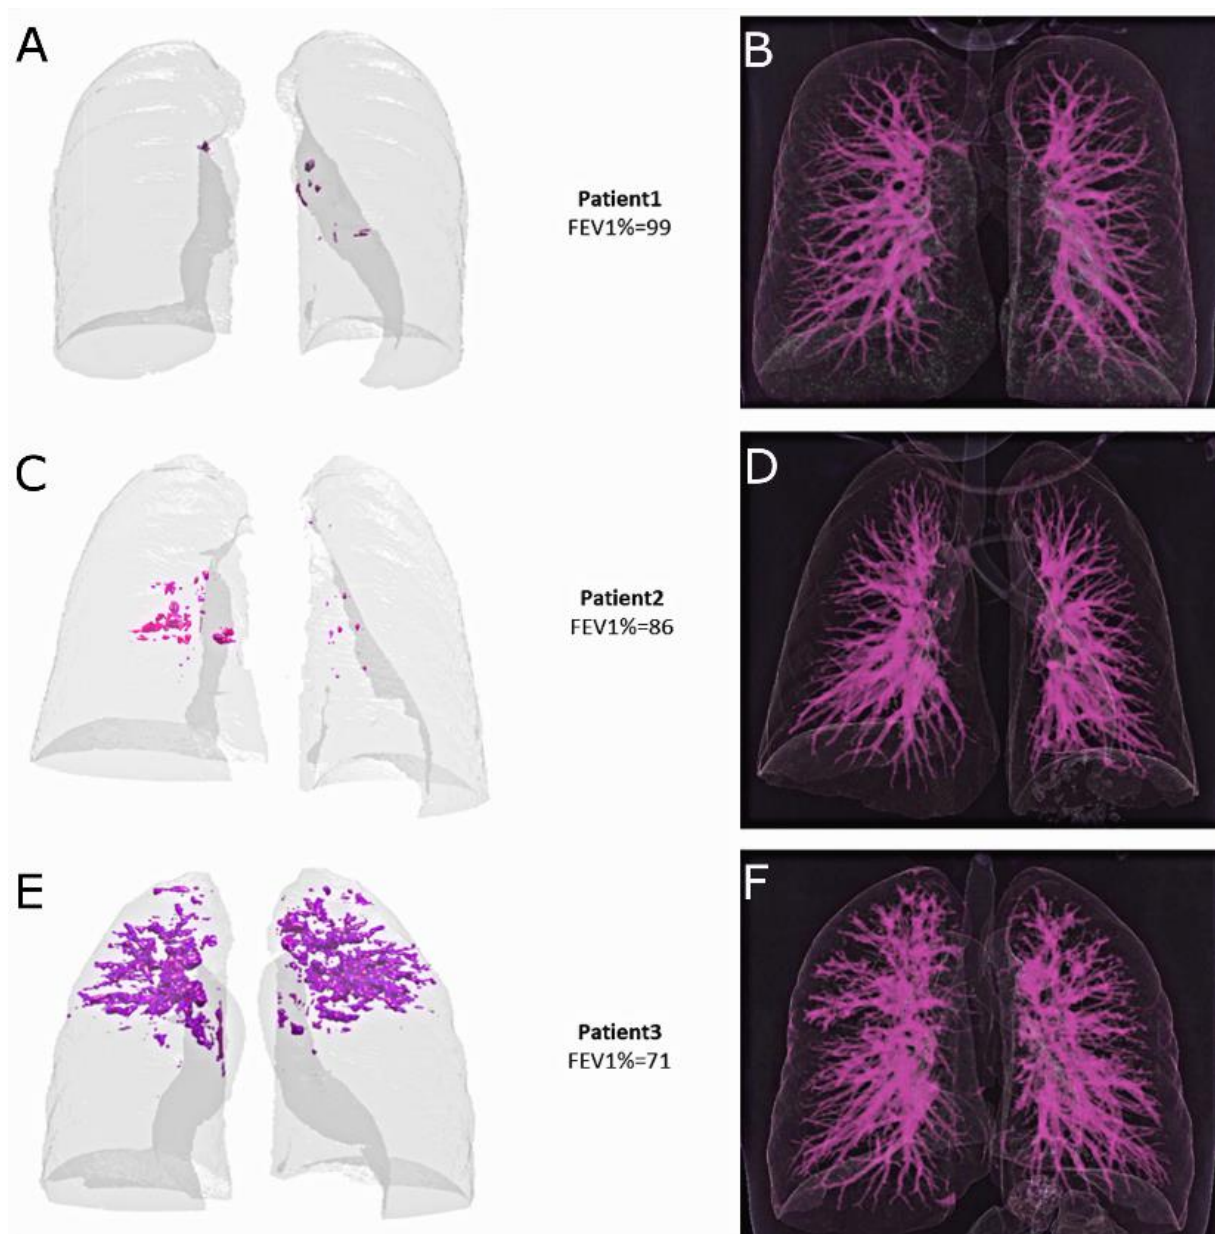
28-year-old male (A, B), 10-year-old female (C, D) and 24-year-old male with cystic fibrosis (E, F). High-signal-intensity volume segmented using MRI (purple volume, left column). Three participants with cystic fibrosis with an increasing level of severity are shown from top to bottom. On left column, there are increasing T2 weighted high-signal-intensity volumes (T2-HSV) values from top to bottom (A-0.2%, C-2.1% and E- 8%, respectively). In the right column (B, D and F), both normal vessels and CF-related structural alterations are displayed using a volume rendering technique of the corresponding images in the left column (A, C and E, respectively). Note the lack of normal pulmonary vessels in the T2-HSV mask, as compared to those visible on the volume rendered exam.
